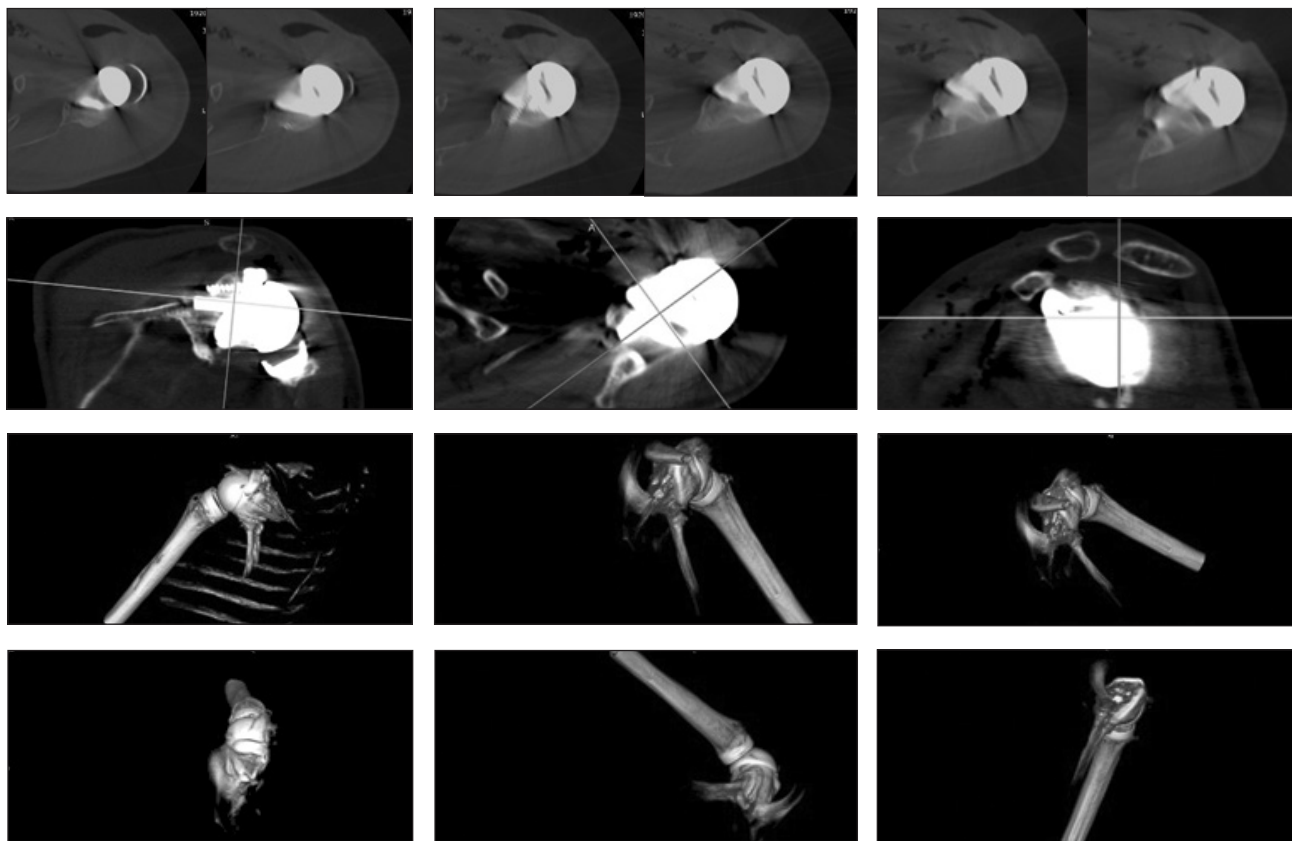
КТ плечового суглоба після операції
